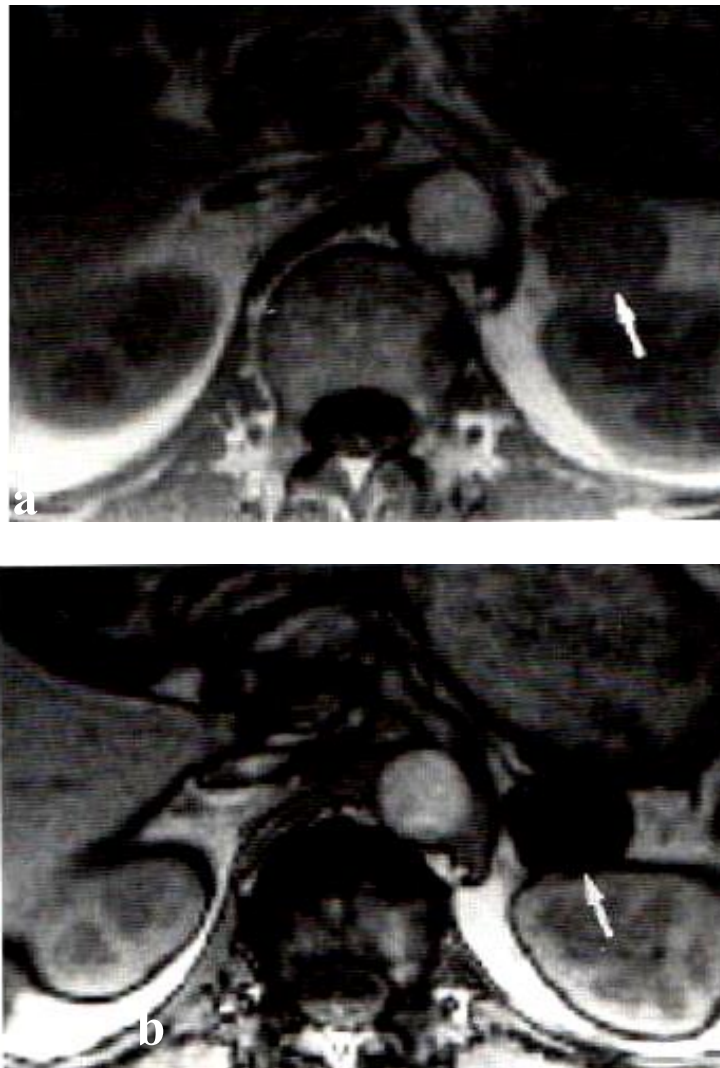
IRM : sémiologie de l'adénome sur l'imagerie en déplacement chimique.[32]
